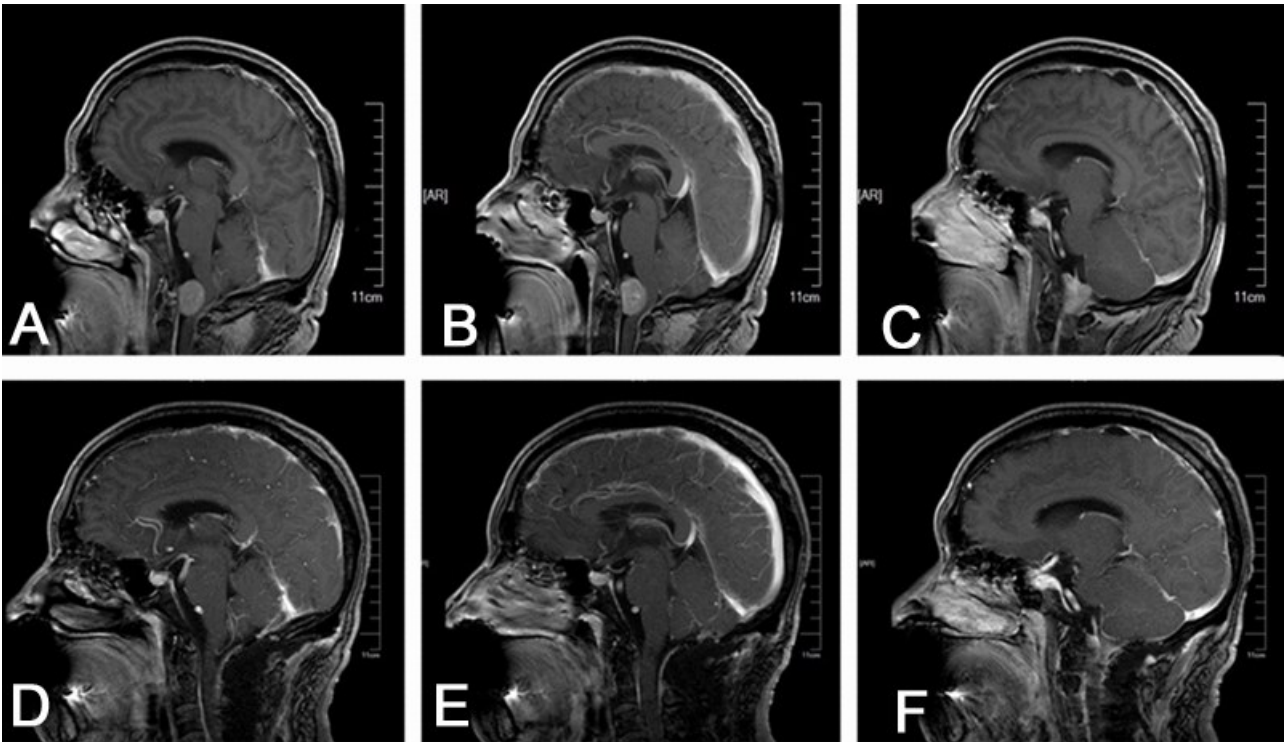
枕骨大孔区腹侧肿瘤枕下正中入路手术前后MRI
